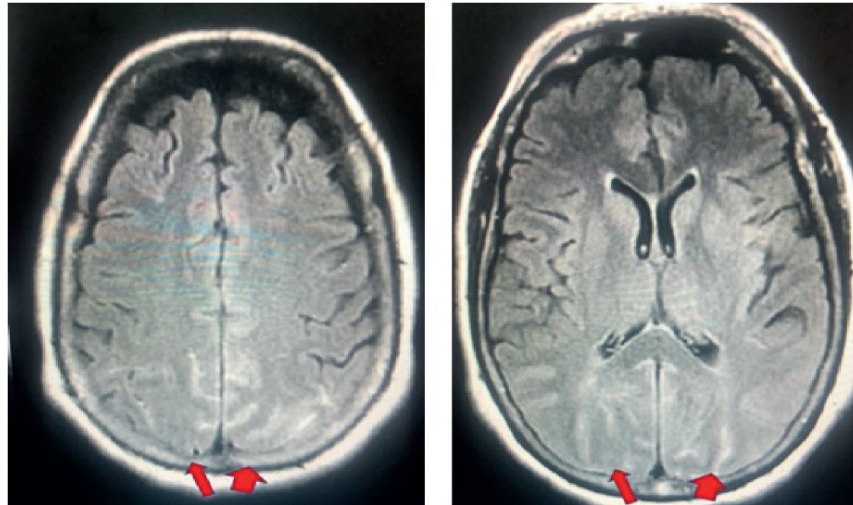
IRM cerebral simple secuencia FLAIR. Hiperintensidad en surcos occipito-parietal bilateral por hemorragia subaracnoidea de la convexidad (flechas rojas)
